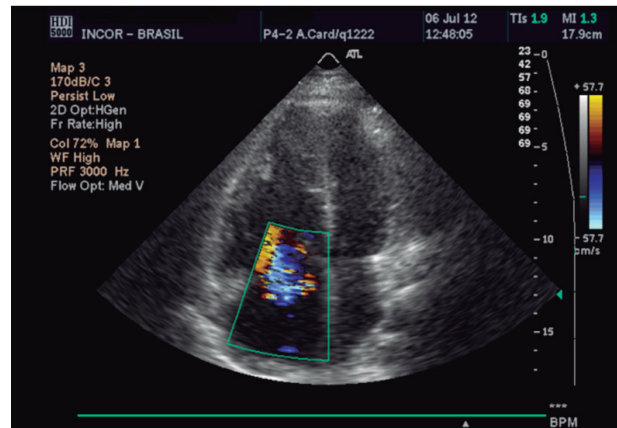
Ecocardiograma com Doppler, demonstrando aumento de câmaras cardíacas direitas, com destaque para insuficiência tricúspide secundária à hipertensão pulmonar.
